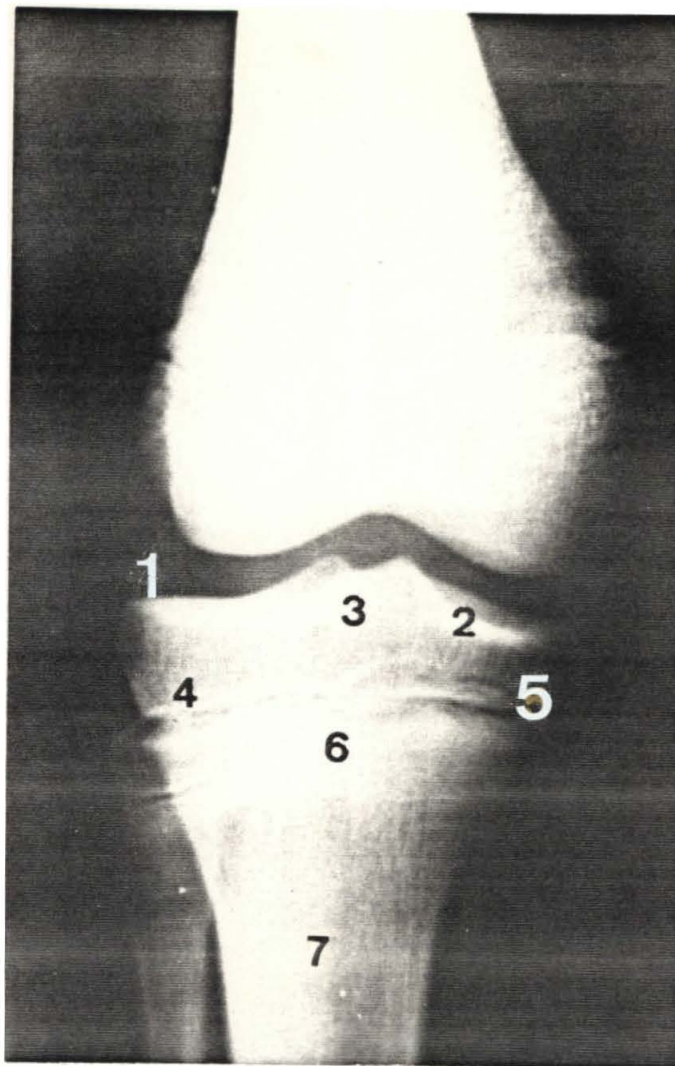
Radiografia ântero-posterior de Joelho.
